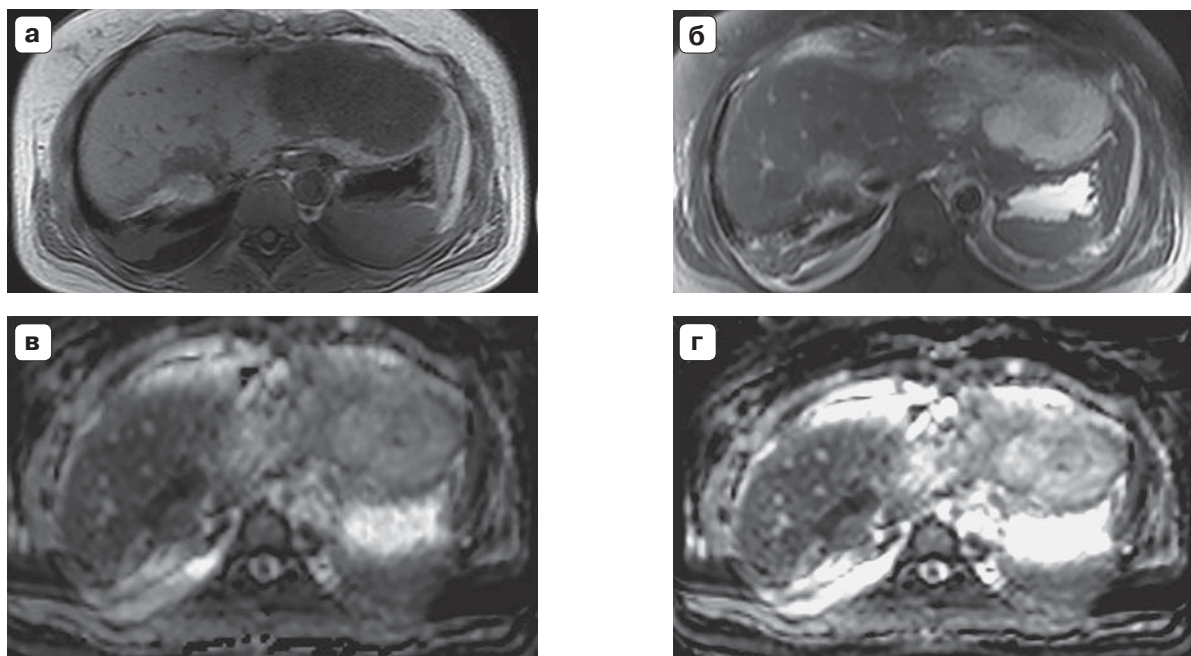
Магнитно-резонансные томограммы. а – T1ВИ, состояние после радиочастотной абляции вторичного очага в печени, определяется зона геморрагического пропитывания с участком резидуальной ткани очага; б – T2ВИ, определяется резидуальная ткань вторичного очага; в – на ДВИ определяется ограничение диффузии в области резидуальной ткани вторичного очага; г – ADC-карта, отмечается гипоинтенсивный сигнал в области резидуальной ткани.
